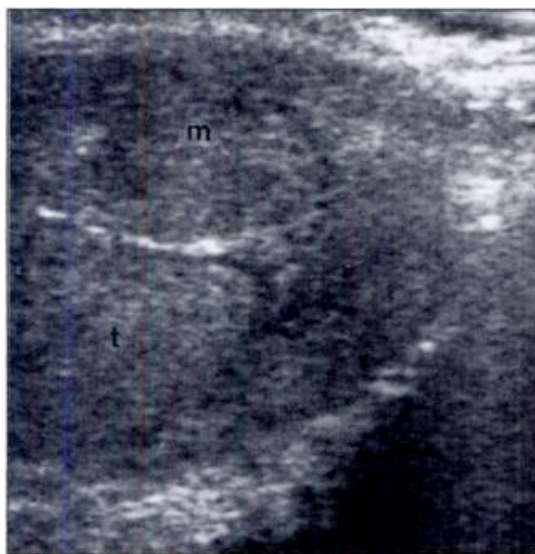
Échographie testiculaire (t: Testicule – m: masse) (29)
